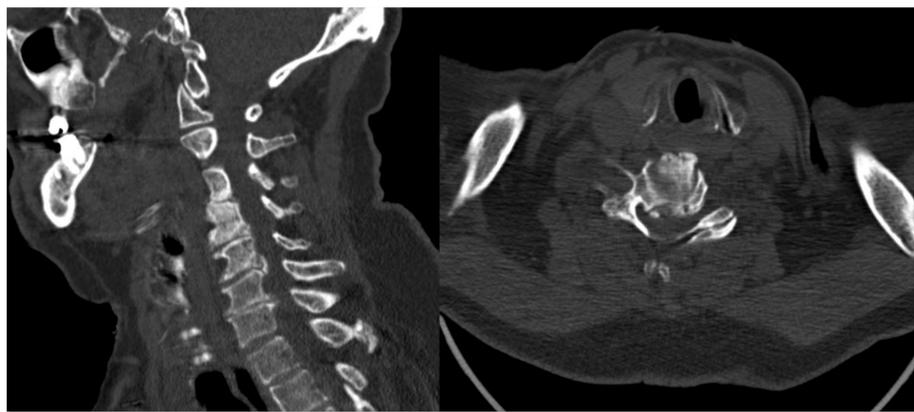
Tomografía computarizada (TC) cervical. Protrusión osteofitaria posterior de C5-C7. Estenosis moderada del canal
